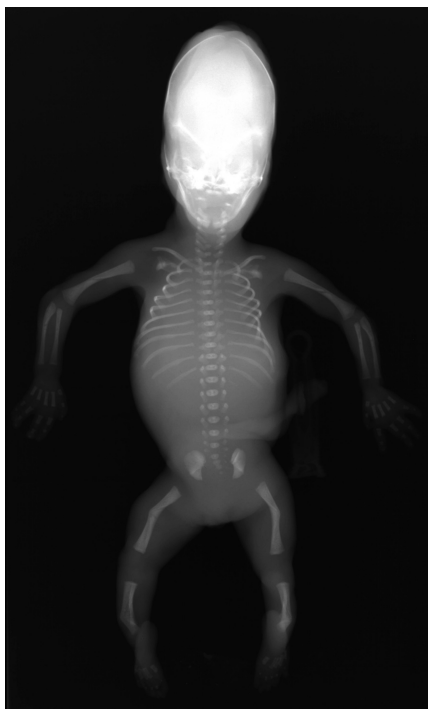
Röntgenologische Merkmale bei CD
